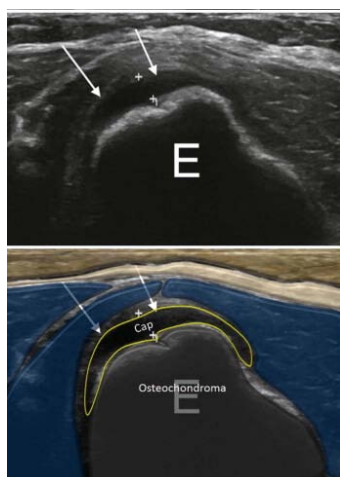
Coupe échographique longitudinale montrant une coiffe cartilagineuse au-dessus de l'exostose, qui apparaît hypoéchogène avec surface régulière [84].
